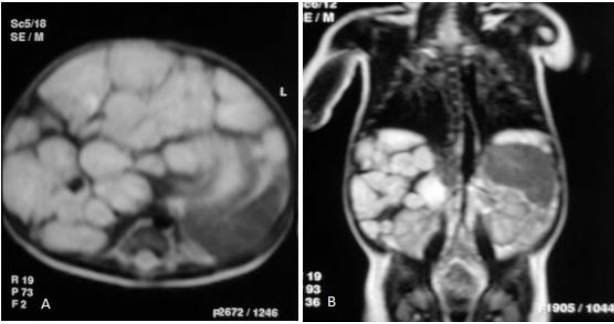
a) Koronal ve b) Aksiyel kesitlerde T2A MRG'de karaciğer sol lobunu dolduran heterojen kitle
